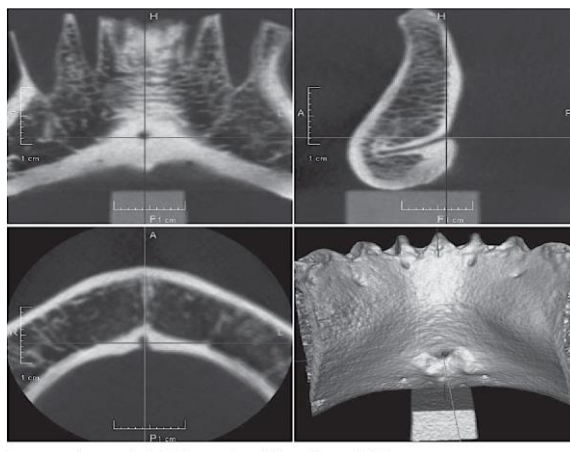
Visualização de um canal mandibular lingual nas seções coronal, sagital e axial e em uma reconstrução tridimensional do CBCT (Kawai et al., 2017)
